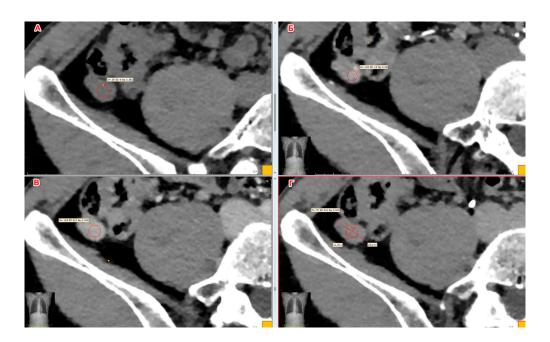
Компьютерная томография, аксиальные проекции: А – преконтрастное сканирование, Б – артериальная фаза контрастирования, В – портальная фаза контрастирования, Г – отсроченная фаза контрастирования. Круглые метки – region of interest с указанием КТ-чисел исследуемой области (Dn), установлены на опухоли
